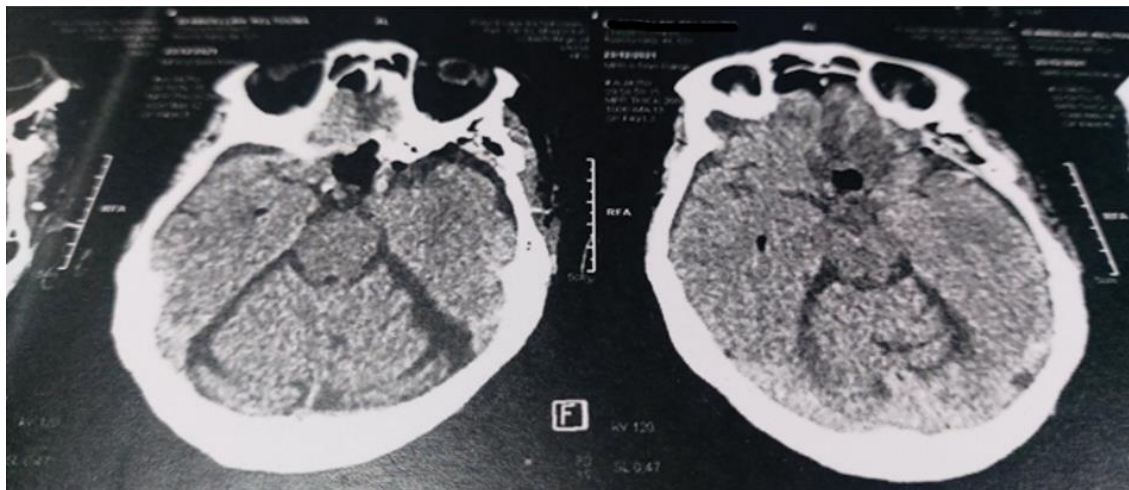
TDM cérébrale – coupe axiale – sans injection de produit de contraste, montrant les remaniements postopératoires de la région suprasellaire après exérèse tumorale, sans hémorragie intracrânienne ni collection anormale visible.
